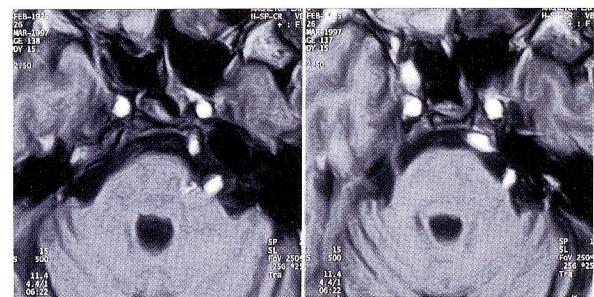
T1-weighted MRI & MRA combined image revealed left trigeminal nerve is compressed by left vertebral artery (arrow head), which is thought to be the offending vessel for the pain.
